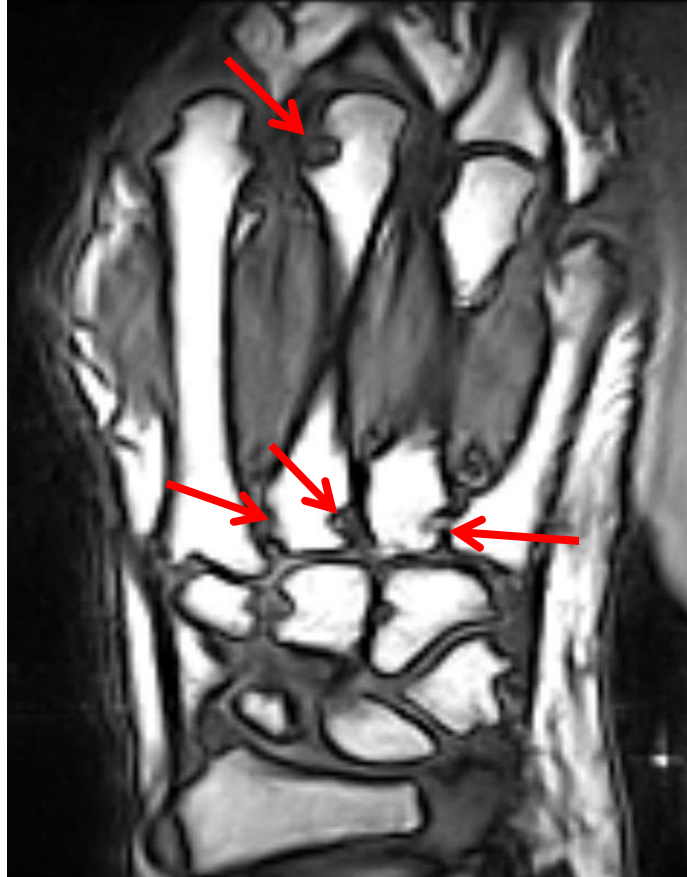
Erosionen am Beispiel MRT der Hand in coronarer Schnitfführung (T1 ohne KM)
